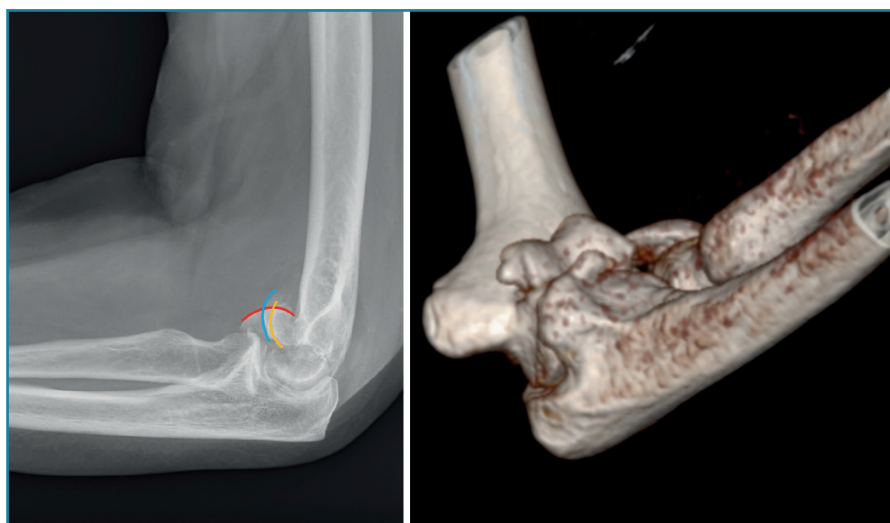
Signo del triple arco con imagen de tomografía axial computarizada.
